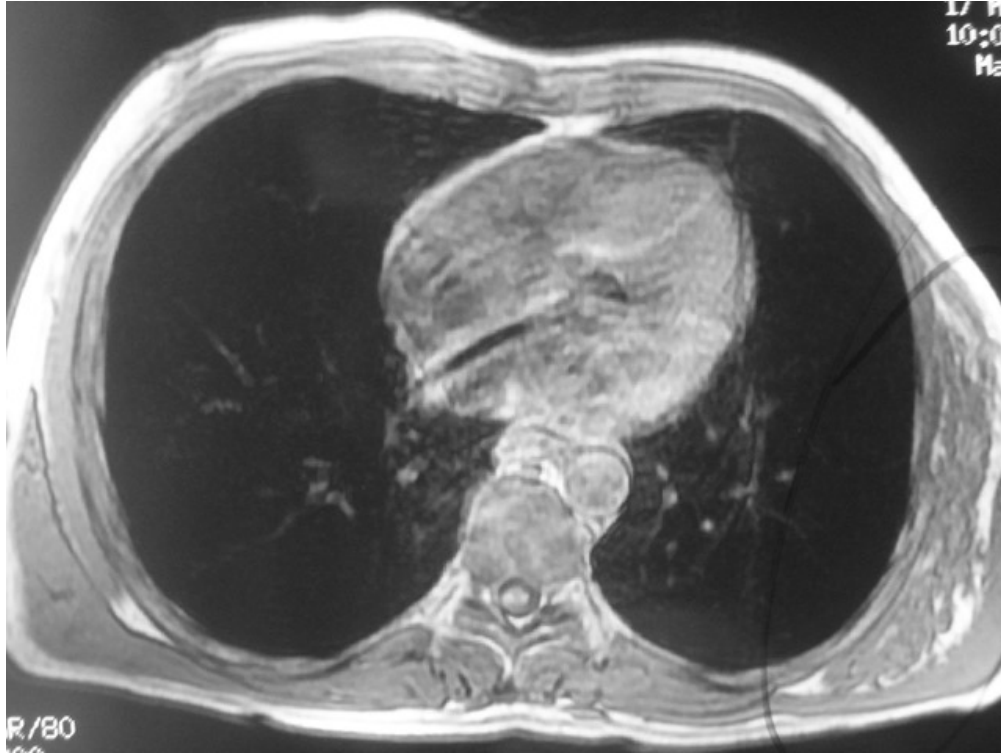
Ressonância magnética com tumoração na parede lateral esquerda.
